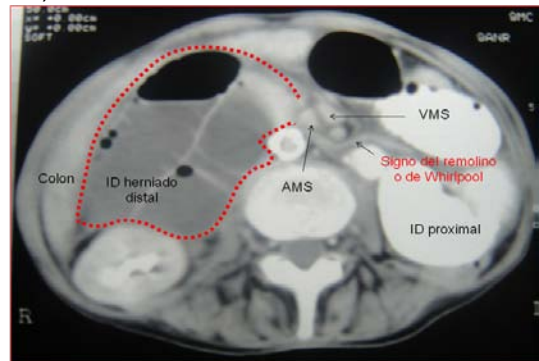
TC abdominal donde se observan asas de intestino delgado proximal con líquido de contraste, el intestino delgado distal sin contraste que se ubica dentro de la hernia, arteria mesentérica superior (AMS) ubicada a la derecha y vena mesentérica superior (VMS) ubicada a la izquierda formando el signo del remolino (whirlpool). En línea de puntos el saco de la hernia formado por el mesenterio decolado de la fascia de Toldt II.
